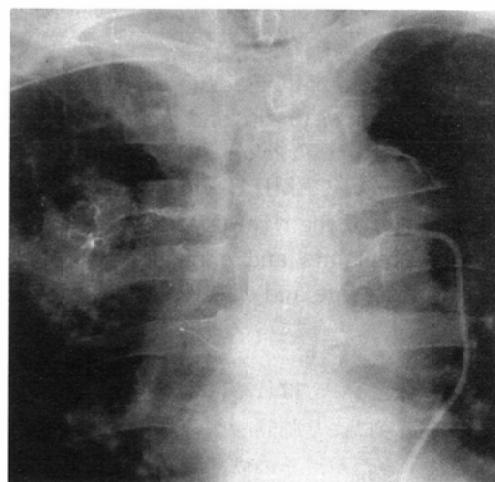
Chest X-ray film after cisplatin and EMILE infusion
